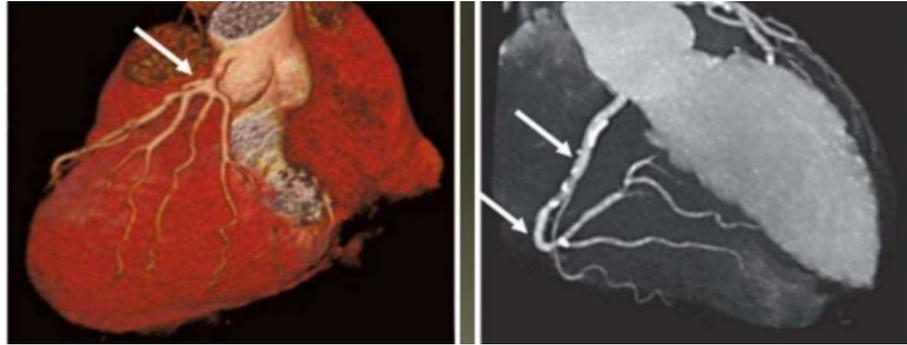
12. Imagen volumétrica a partir de imagen de TC del corazón.
